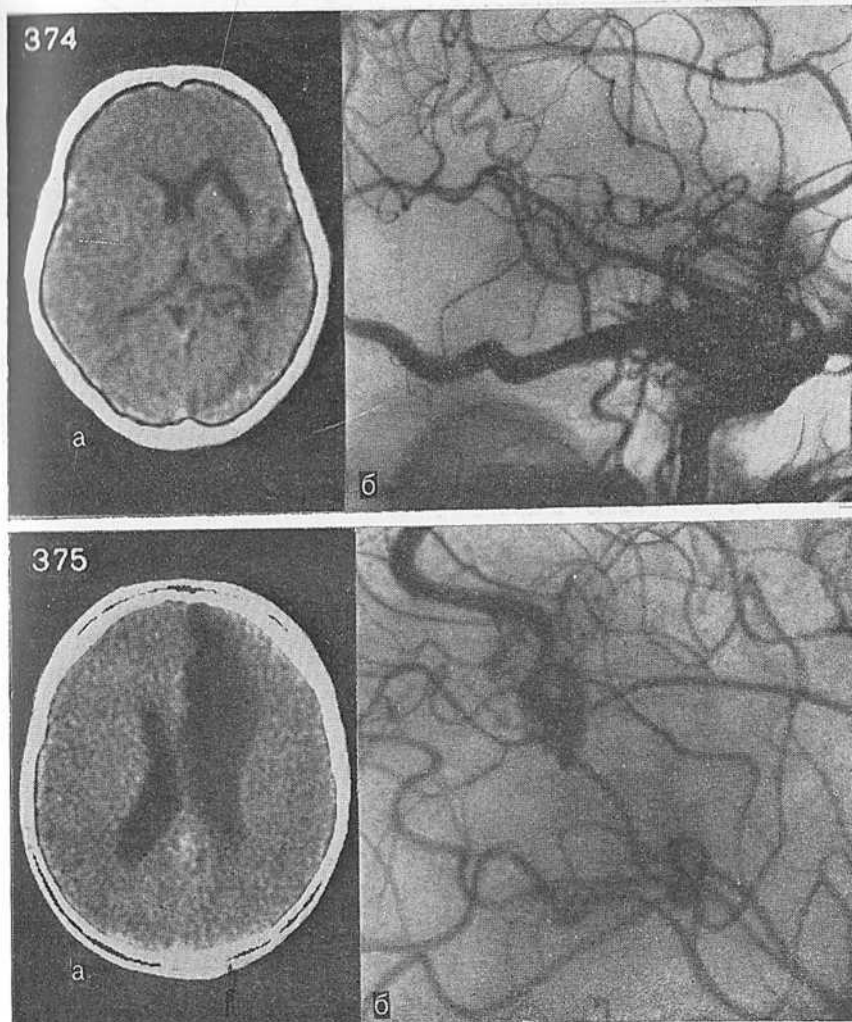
Локальная атрофия мозга на КТ (а) у больных с артериовенозными аневризмами (б) в бассейне кровоснабжения средней и передней мозговых артерий.
